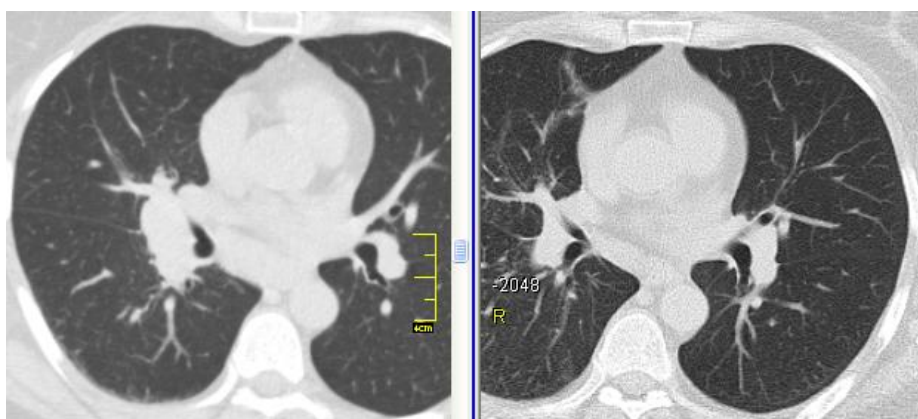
КТ хворій М., ліворуч – до лікування: правобічна прикоренева лімфаденопатія, дрібновузликоса дисемінація легень; праворуч – після тримісячної терапії метилпреднізолоном: регресія лімфаденопатії, зберігається нерясна дисемінація
